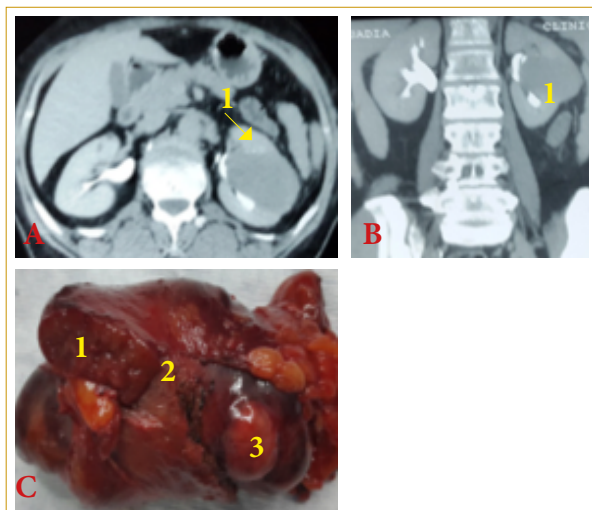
A, B : TDM préopératoire (1 : tumeur médio rénale) ; C : techniques d'exérèses (1 : Tumorectomie, 2 : Énucléoréssection, 3 : Énucléation)
